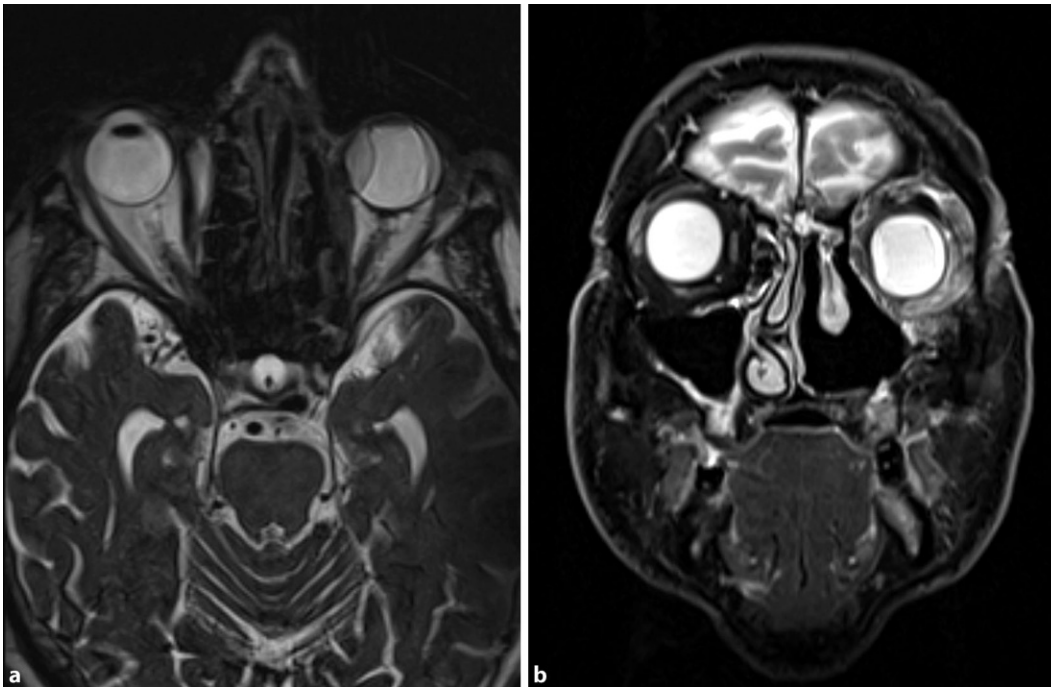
◀ Magnetresonanztomogramm des Kopfs. a T2-SPACE, axial: Destruktion des linken Orbitabodens und der linken Lamina papyracea, Lufteinschlüsse in der Orbita. b T2, koronal: Lufteinschlüsse in der linken Orbita, Abhebung der Chorioidea und Kontrastmittelenhancement im periorbitalen Gewebe
